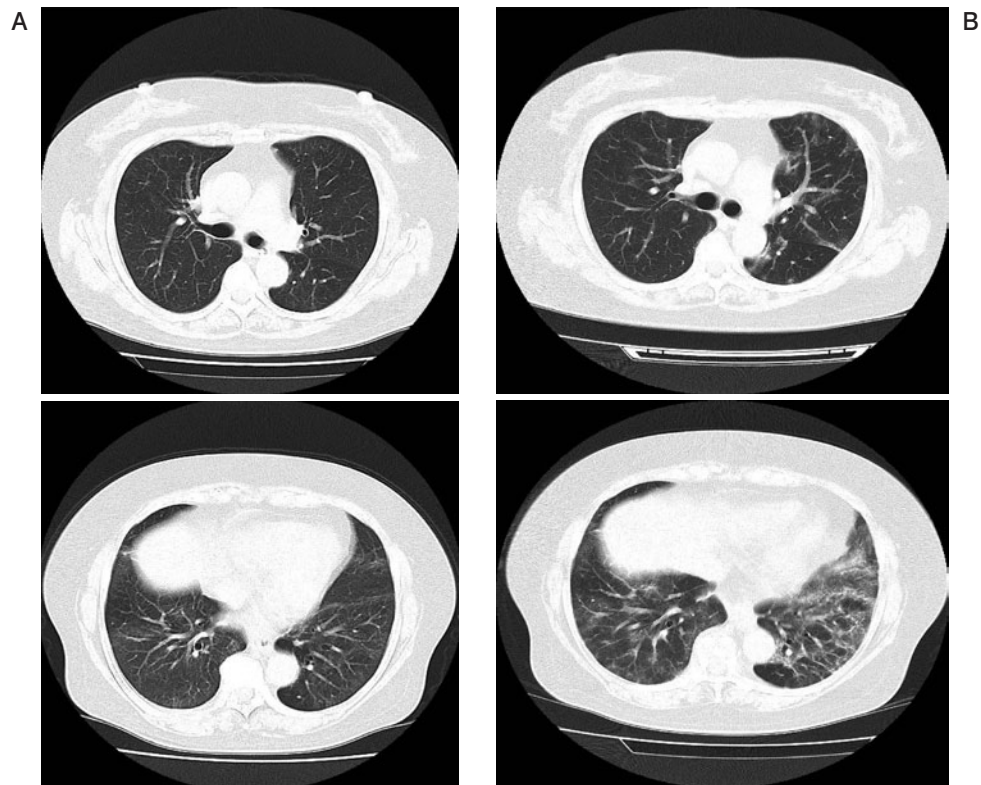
(A) Chest CT scan at 7 months posttherapy. Bilateral ground-glass opacity was improved. (B) However, when the dose of mPSL was reduced to 2 mg, ground-glass opacities re-appeared in the chest CT.
